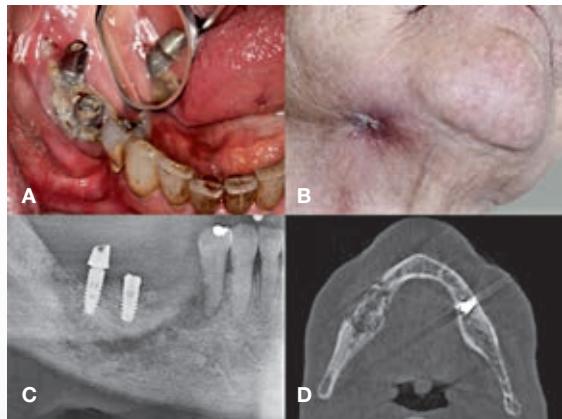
Osteonekrose i højre mandibel hos 67-årig kvinde med osteoporose behandlet med alendronat gennem 60 måneder. A. Patienten havde fået indsat to implantater to år tidligere og har siden udviklet aktuelle tilstand. B. Ekstraoral fistel, hvorfra der siver pus. Betydelig smerte og nedsat sensibilitet af højre mentalis region. Osteonekrosestadi 3. C. Udsnit af panoramaoptagelse af patienten i Fig. 7A viser sekvester sv.t. højre side af mandiblen involverende de to implantater og omgivet af radiolucent zone. Der er endvidere spontan fraktur af mandiblen. D. CBCT viser udbredt osteonekrose i højre side af mandibel inklusive spontan fraktur. Patienten blev behandlet med kontinuitetsresektion og indsættelse af rekonstruktionsskinne.
